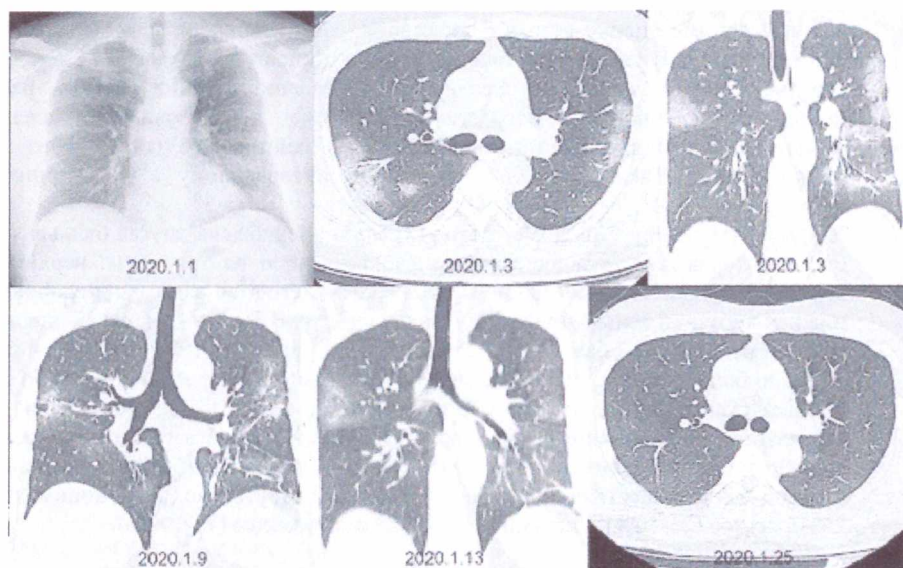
Рентгенограмма грудной клетки а)(7-й день после появления симптомов) — незначительное снижение прозрачности в левой нижней и правой верхней долях; б, в — на компьютерных томограммах (9-й день) — многофокусные двусторонние участки «матового стекла»; г — компьютерная томограмма (15-й день) — уменьшение протяженности «матового стекла» и появление консолидации; д — компьютерная томограмма (19-й день), регресс «матового стекла»; е — компьютерная томограмма (31-й день), полное разрешение
